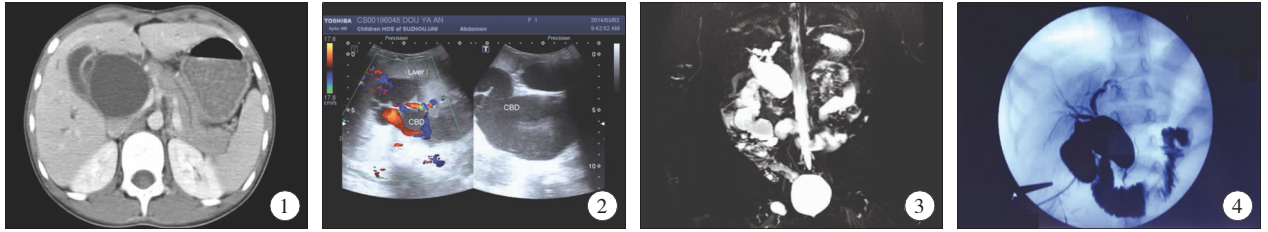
女,2 岁 3 个月,CT 增强图像; 图 2 女,1 岁,超声图像; 图 3 女,3 岁 9 个月,MRCP 图像; 图 4 女,8 个月,术中胆道造影图像
